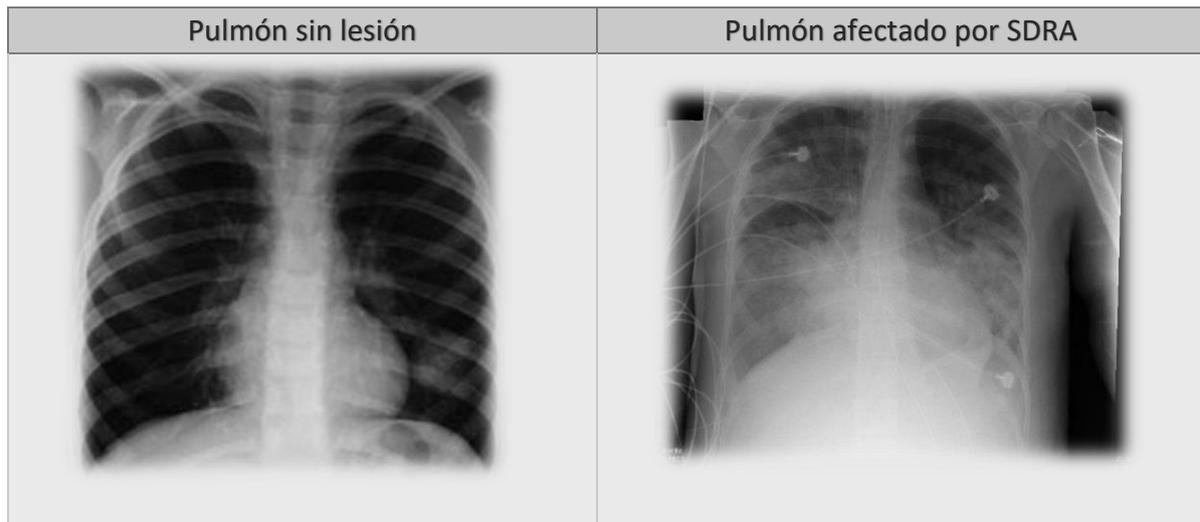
Dos radiografías de tórax comparativas entre pulmón sin lesión y afectado por SDRA ^(24, 25)
